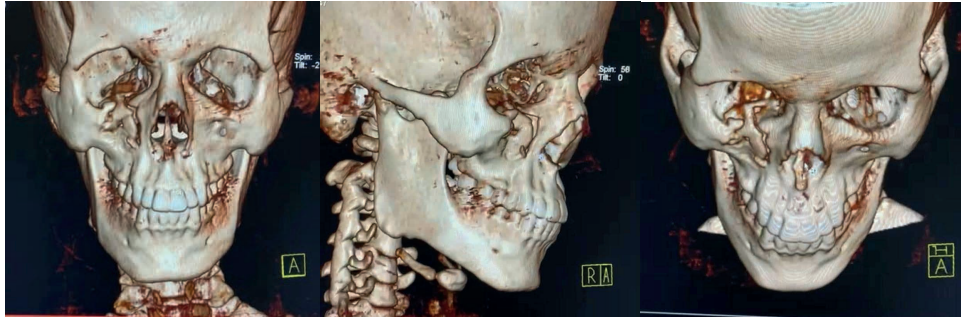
Tomografia computadorizada de face pré-operatória. Observa-se a fratura do assoalho de órbita direita com deslocamentos de fragmentos para dentro da cavidade orbitária.
